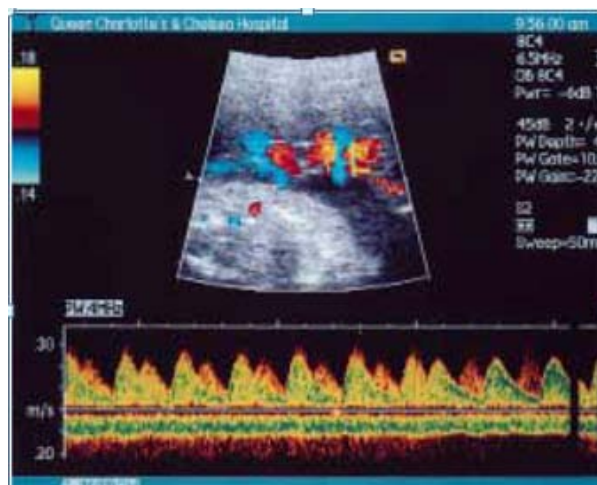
Doppler pulsé mettant en évidence la fréquence cardiaque de jumeaux monoamniotiques avant 12 semaines révolues de gestation, confirmant l'enchevêtrement des cordons. Un fœtus avait une fréquence cardiaque de 147 et l'autre une fréquence de 131 battements/min. Ultrasound Obstet Gynecol 1999;13:140-142 (11)
